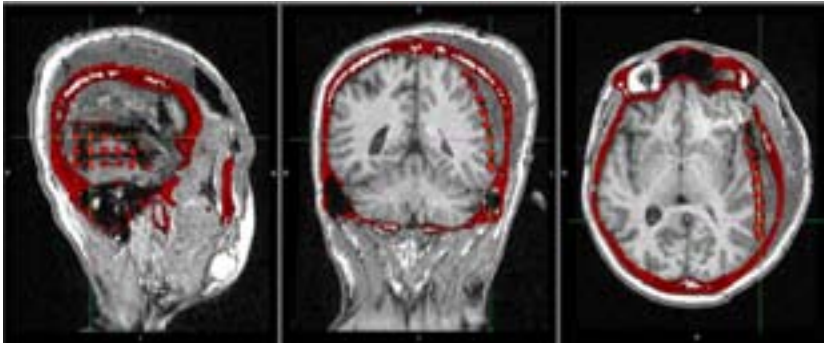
Corregistro de imágenes de resonancia magnética nuclear (en escala de grises) y una tomografía axial computada (en escala de rojos). Se puede observar la presencia de una grilla subdural en el hemisferio izquierdo, abarcando parcialmente el lóbulo frontal, parietal y temporal.
